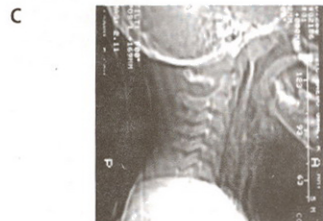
radiografía, 4b tomografía computada y 4c resonancia nuclear magnética, todas con enfisema subcutáneo.
